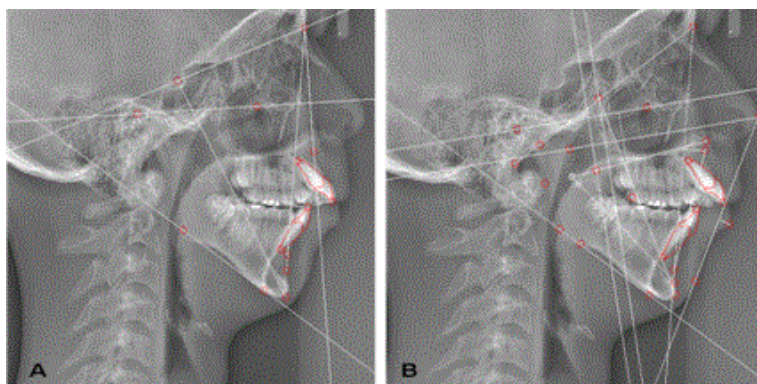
Telerradiografías medidas en el software FACAD, Cefalograma de Steiner y Tweed (A) y Cefalograma Resumido de Ricketts (B).
